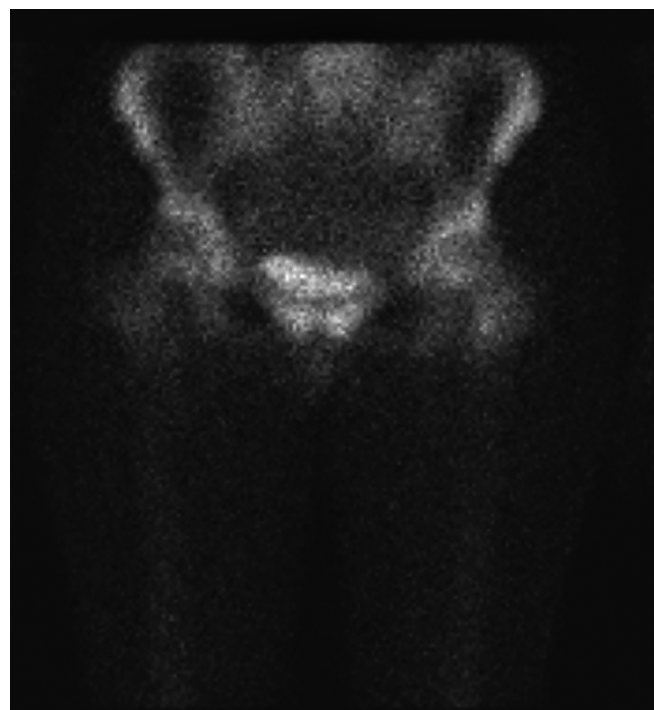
По данным сцинтиграфии, в прямой передней проекции отмечается гиперфиксация радиофармпрепарата $Tc99$ в области шейки бедренной кости слева. Ребенок госпитализирован, планируется оперативное лечение
